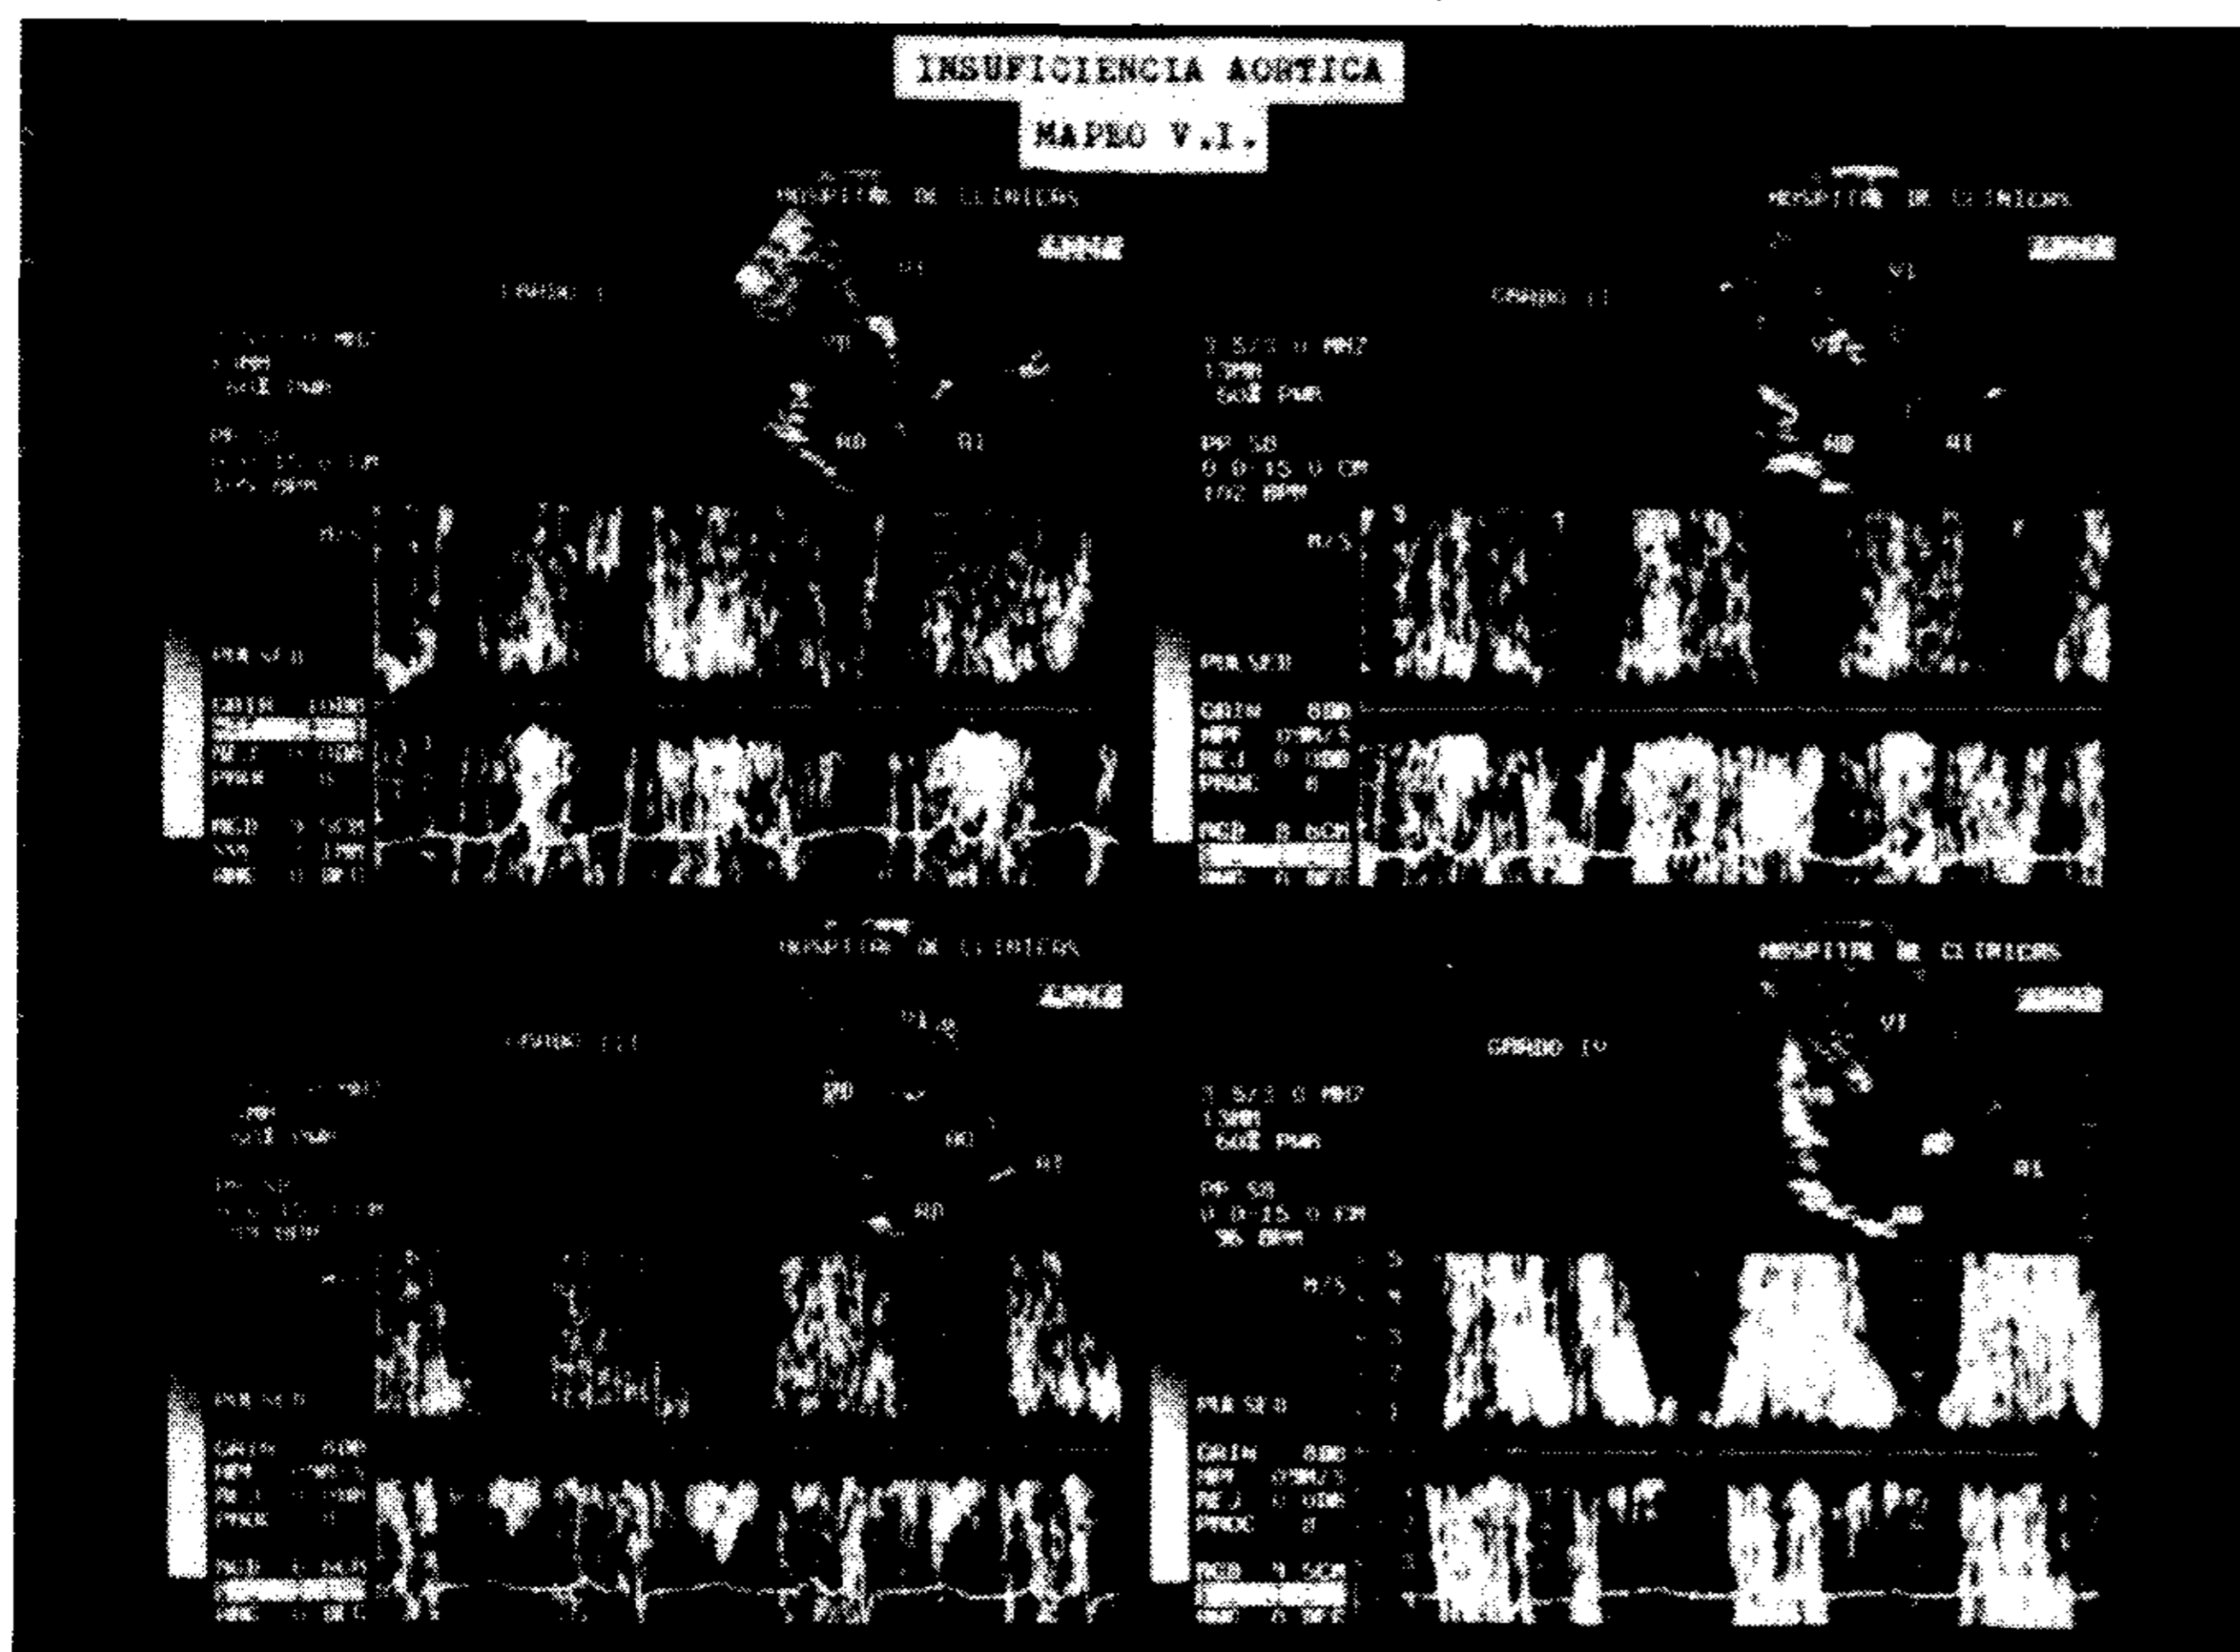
Cuantificación de la insuficiencia aórtica mediante el mapeo con Doppler pulsado de la profundidad de la señal de regurgitación. Grado I: la turbulencia diastólica se limita a un área cercana a la válvula aórtica. Grado II: ocupa todo el tracto de salida del ventrículo izquierdo. Grado III: alcanza la mitad de la cavidad ventricular. Grado IV: se detecta en la mitad distal del ventrículo.
